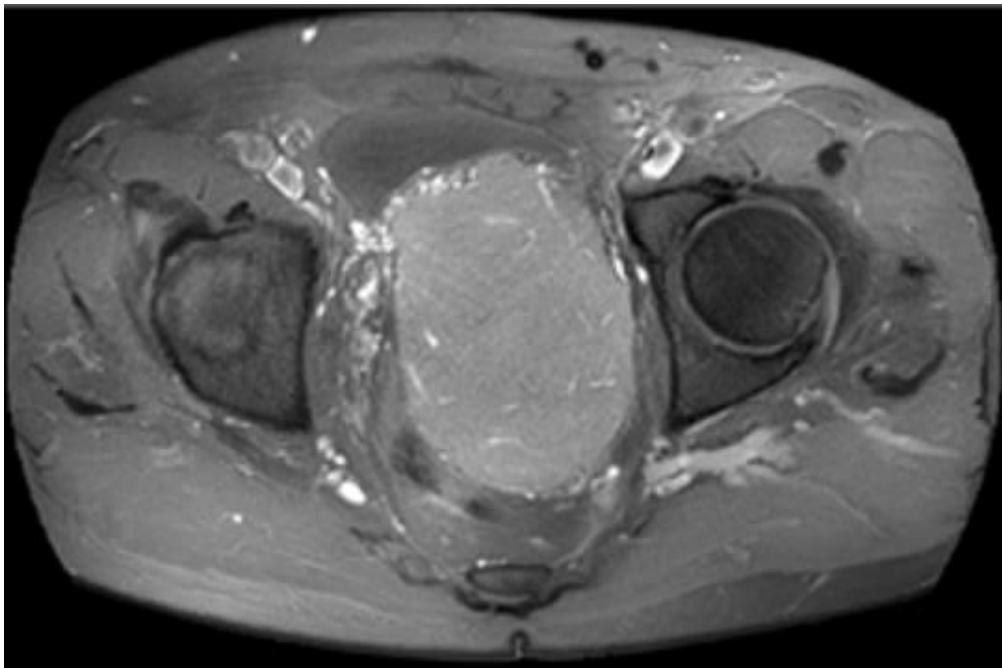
IRM axiale du pelvis en T2, masse pelvienne refoulant la vessie en avant et le rectum en arrière
